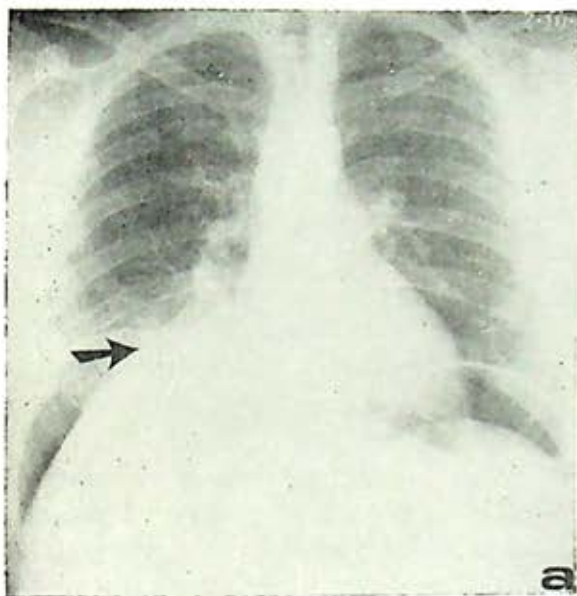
Radiografías posteroanterior (a) lateral derecha (b) y oblicua anterior derecha de un enfermo con absceso hepático amibiano abierto a bronquios del lóbulo inferior derecho, al que se inyectó CO_2 para neumoperitoneo diagnóstico. Nótese la zona aproximadamente triangular en el lóbulo inferior, correspondiente al sitio del drenaje del absceso, y el sitio en donde el aire no despega al hígado del diafragma (flechas).
